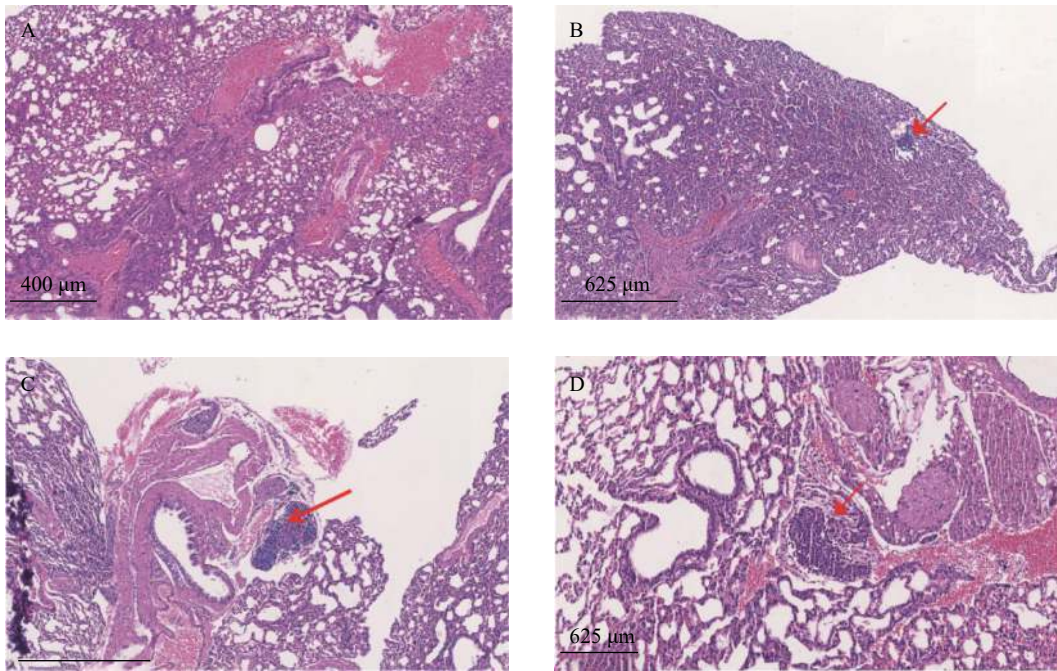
HA 体内对 CT26 肿瘤细胞肺转移的影响 (40×)
